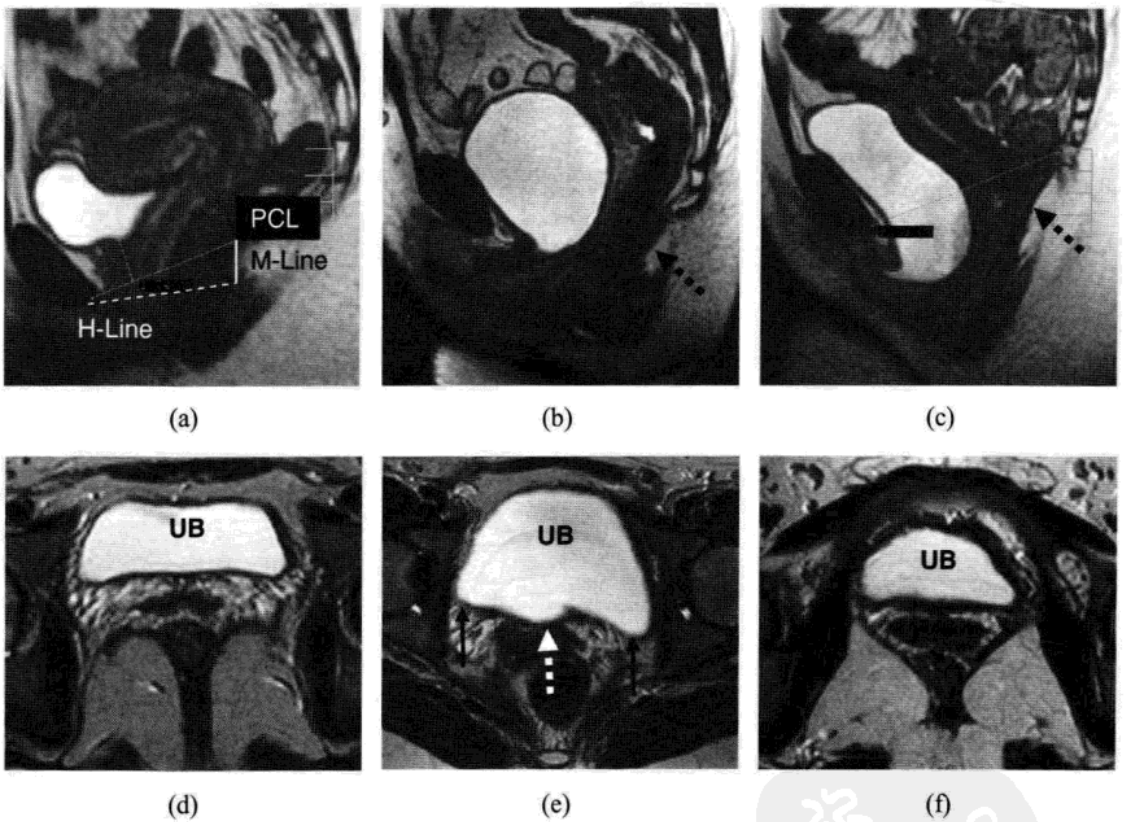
正常志愿者及阴道支持结构缺陷患者的静态及动态 MRI 图像 [正中矢状面动态 BFFE 序列 (TR/TE 9/4)]，以及如何将两种影像关联起来。(a)30 岁健康志愿者的图像，无盆腔器官下降至 PCL 线以下。(b, c)两位盆底功能障碍患者的图像，均可见膀胱不同程度的膨出，提肌板下降(箭)，C 图更明显，并伴有子宫下降。单从这些正中位图像很难判断膀胱膨出到底是由哪一特定的结构缺陷引起。(d, e, f)盆腔支持筋膜水平 II 对应的横断面 TSE T₂WI MRI 图像 (5000/132)。(d)显示的是正常的筋膜支持结构，位于充盈膀胱(UB)的平直后壁区；(e)显示筋膜缺陷：阴道两旁缺陷(鞍袋征)(实箭)，左侧明显；及中央区(白箭)缺陷；(f)无明显筋膜缺陷的证据。将静态及动态 MRI 联合研究发现，在图 b 及图 e，虽然也有提肌板中度下降，但 POP 主要是由于筋膜缺陷引起；而在图 c 及图 f，虽然也有筋膜缺损，但是肛提肌板下降更明显，提示肛提肌薄弱是导致 POP 的主因。该方法可对缺陷进行特异性分析，以利于疾病治疗及手术方法的选择。
